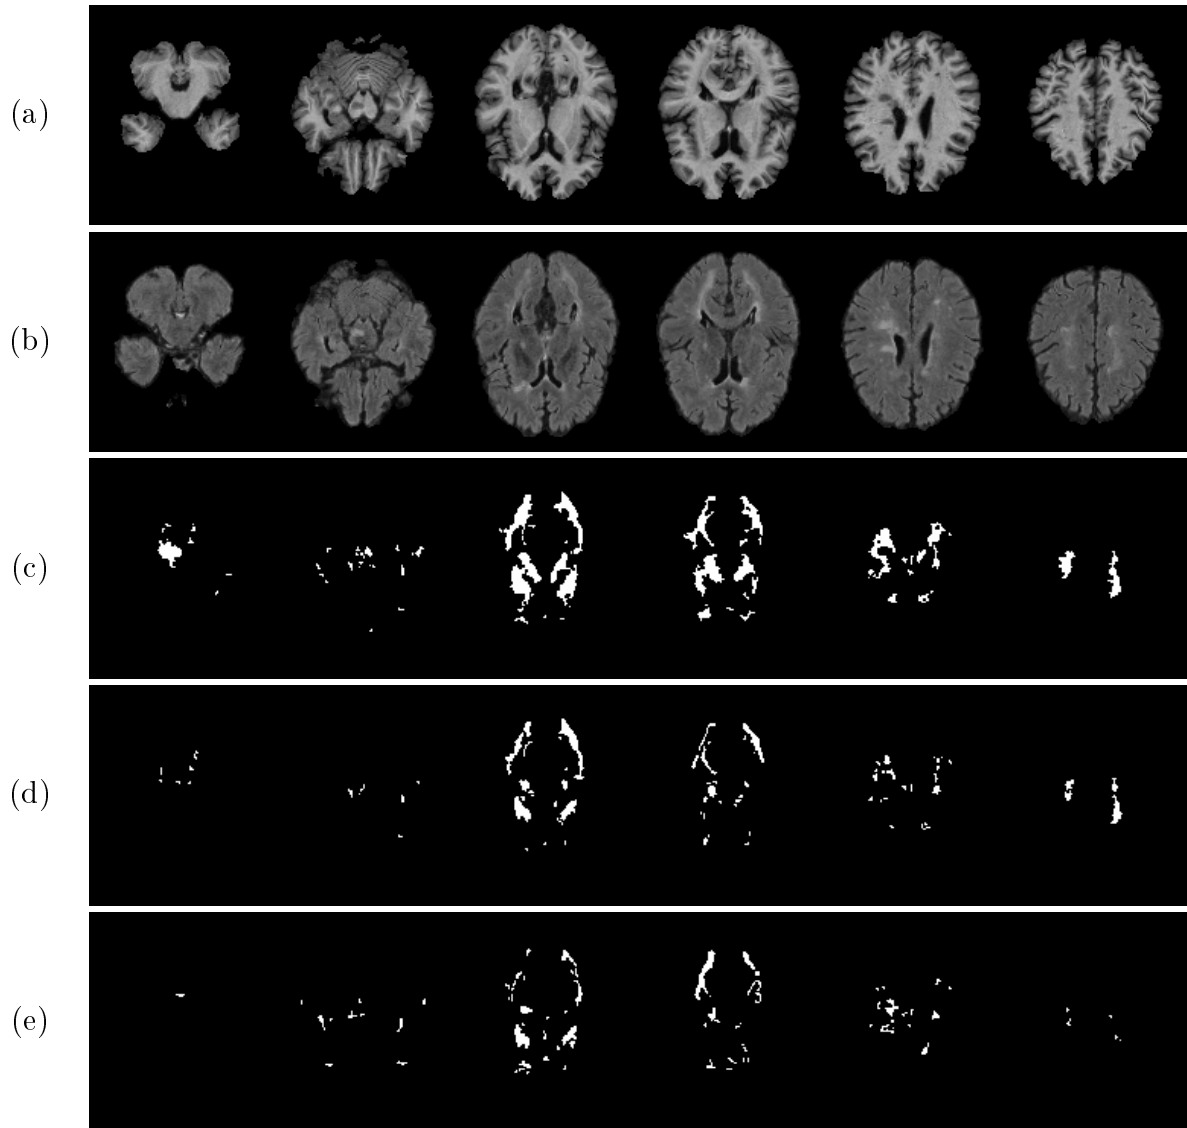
Vergleich der Energiefunktionen für Patient 1 nach der Bildnachbearbeitung. (a) T_1 - und (b) FLAIR-Sequenzen, segmentierte Läsionen (c) Energiefunktion (2.11), (d) Energiefunktion (2.11) mit Parameterrestriktionen und (e) Energiefunktion (2.13). Nachbarschaft zweiter Ordnung.
